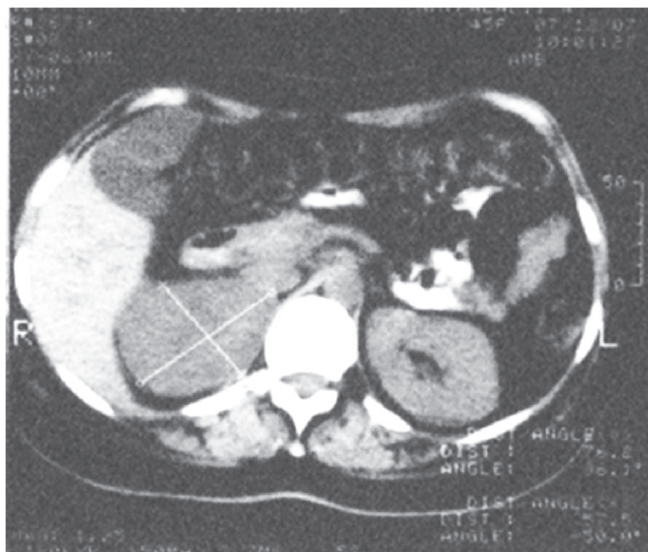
Tomografie computerizată.
